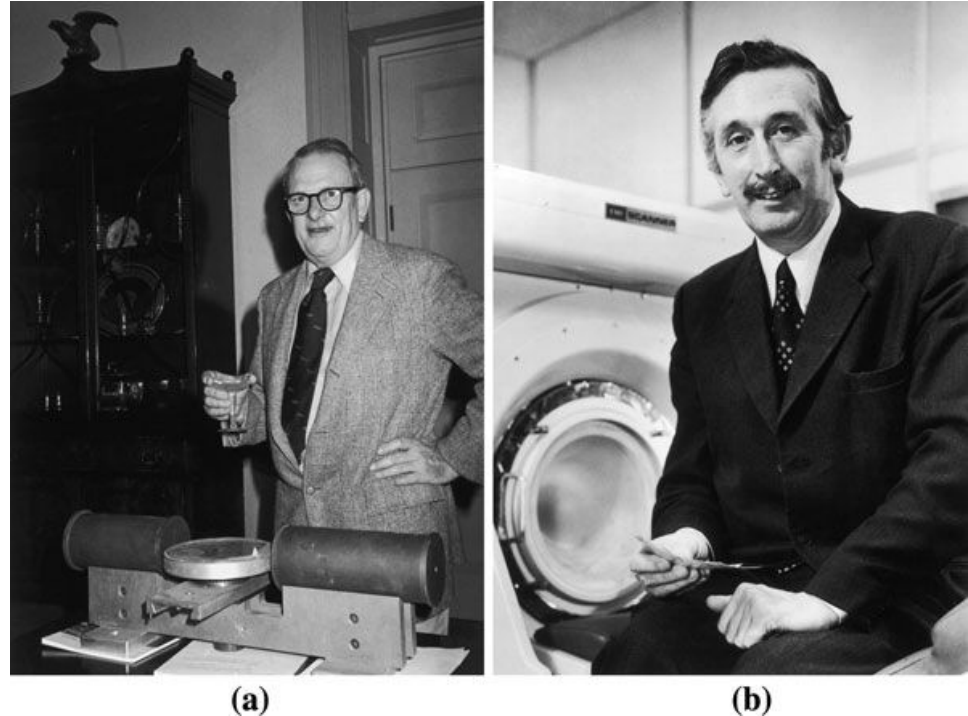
Co-creators of computed tomography: Allan MacLead Cormack (a), Godfrey Newbold Hounsfield (b)
